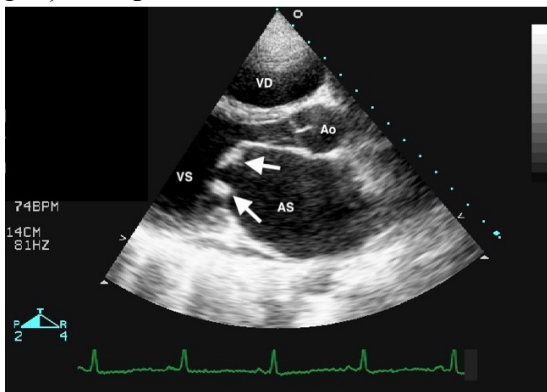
ETT, incidență parasternală ax lung, la un pacient cu SM: cuspele mitrale fibrozate, cu deschidere limitată ”în dom” (săgeți); AS – atriu stâng, VS – ventricul stâng, Ao – aortă, VD – ventricul drept.
